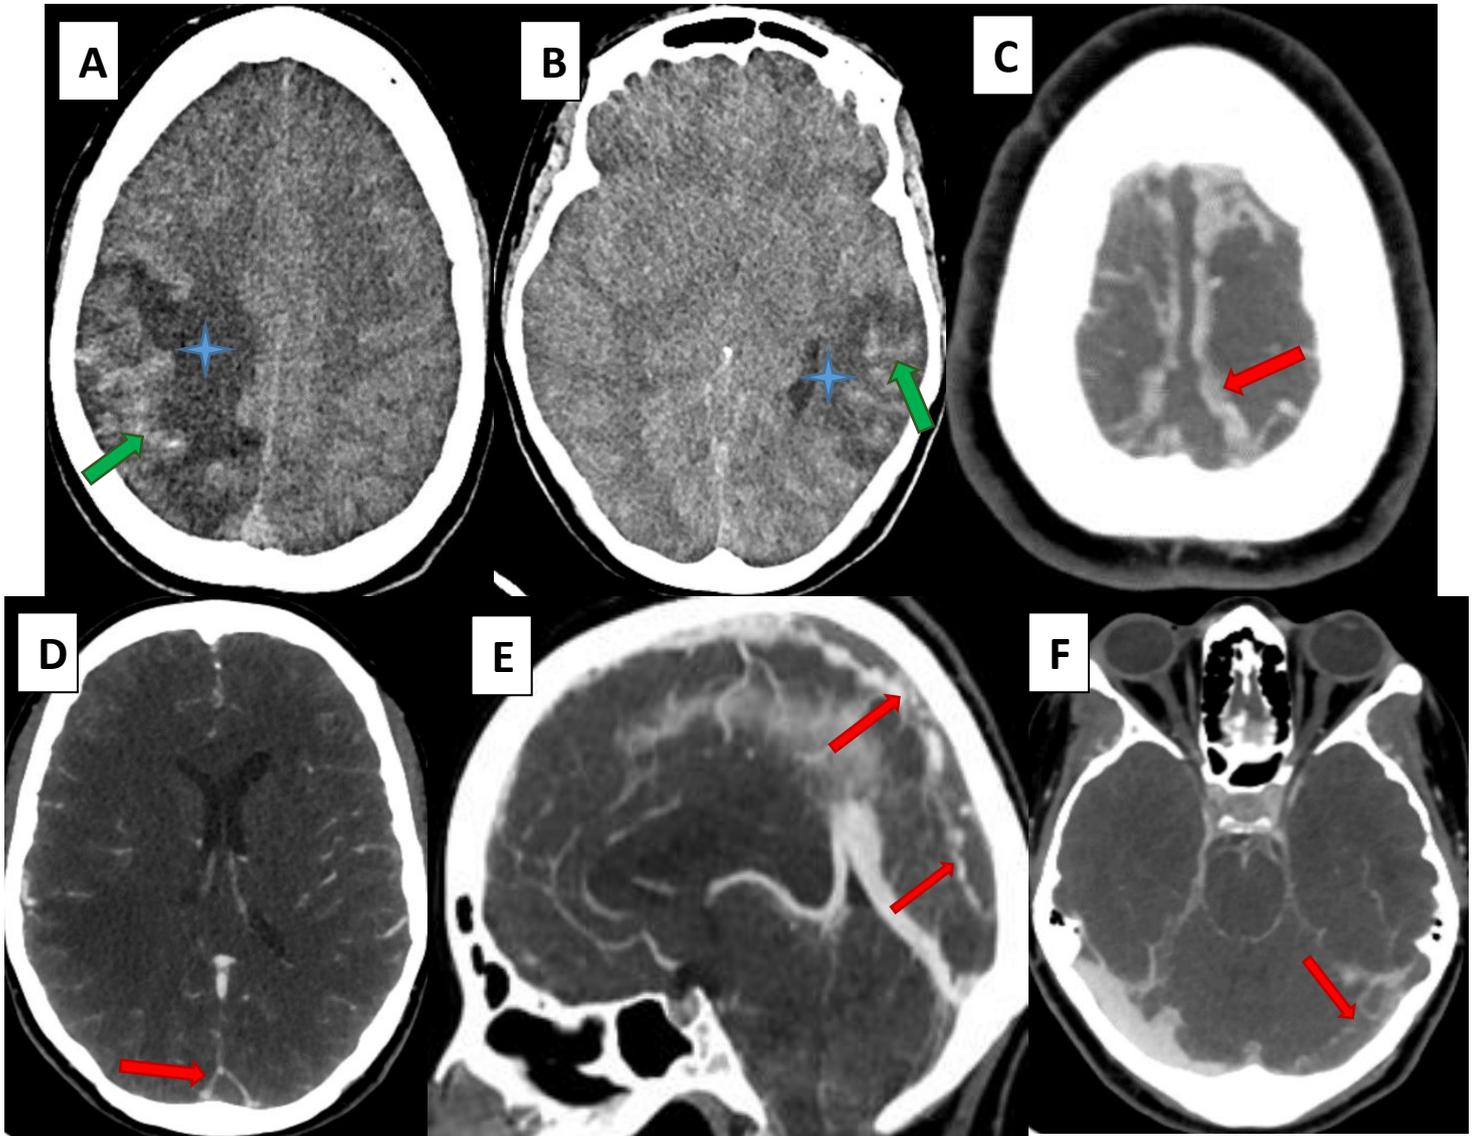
TDM cérébrale C- en coupes axiales et C+ en coupes axiales et sagittales :
